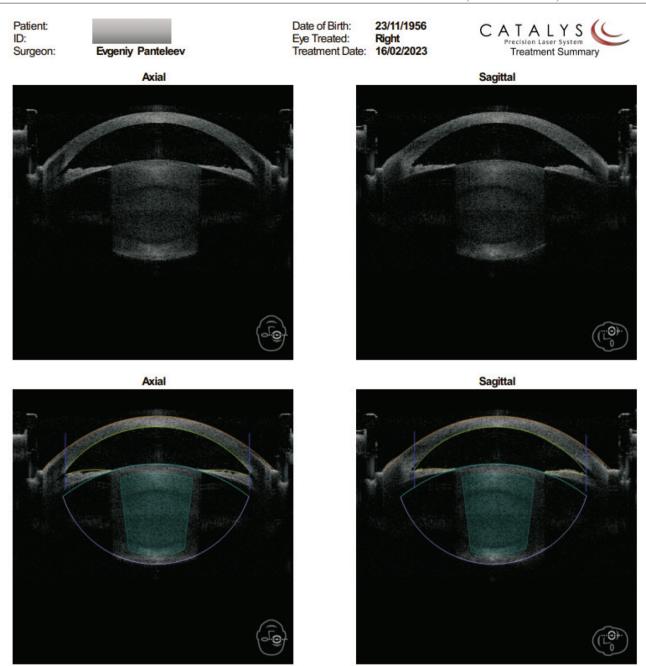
Интраоперационная оптическая когерентная томография переднего отрезка глаза
